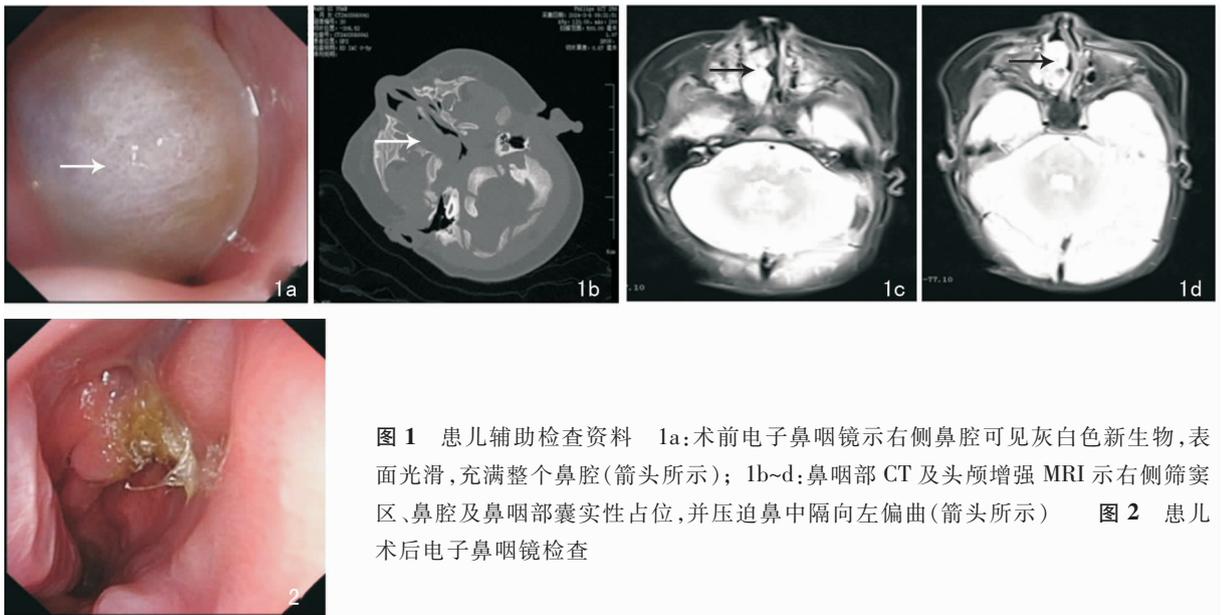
患儿辅助检查资料 1a:术前电子鼻咽镜示右侧鼻腔可见灰白色新生物,表面光滑,充满整个鼻腔(箭头所示); 1b~d:鼻咽部CT及头颅增强MRI示右侧筛窦区、鼻腔及鼻咽部囊实性占位,并压迫鼻中隔向左偏曲(箭头所示) 图2 患儿术后电子鼻咽镜检查
